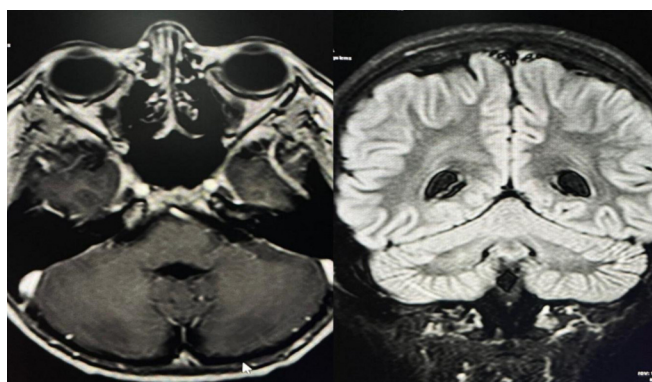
Resonancia magnética de Caso 1
